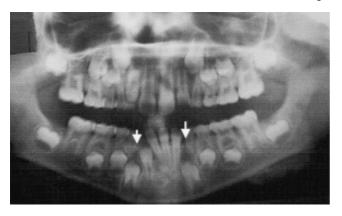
Radiografía panorámica con radiolucidez sugerente de inicio de formación de quistes en relación con los órganos dentarios 33 y 43, marcados con flecha (hermano menor a los ocho años).
